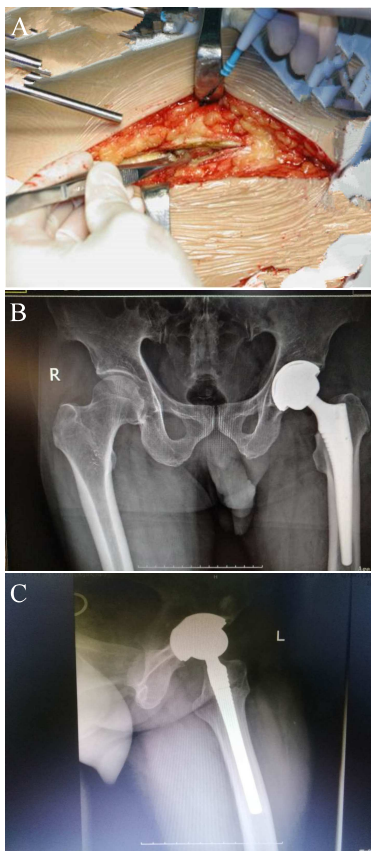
患者2:A. 后外侧入路大粗隆为中心做弧形切口;B. 后外侧入路术后1个月骨盆正位X线片;C. 后外侧入路术后1个月髌关节侧位X线片
